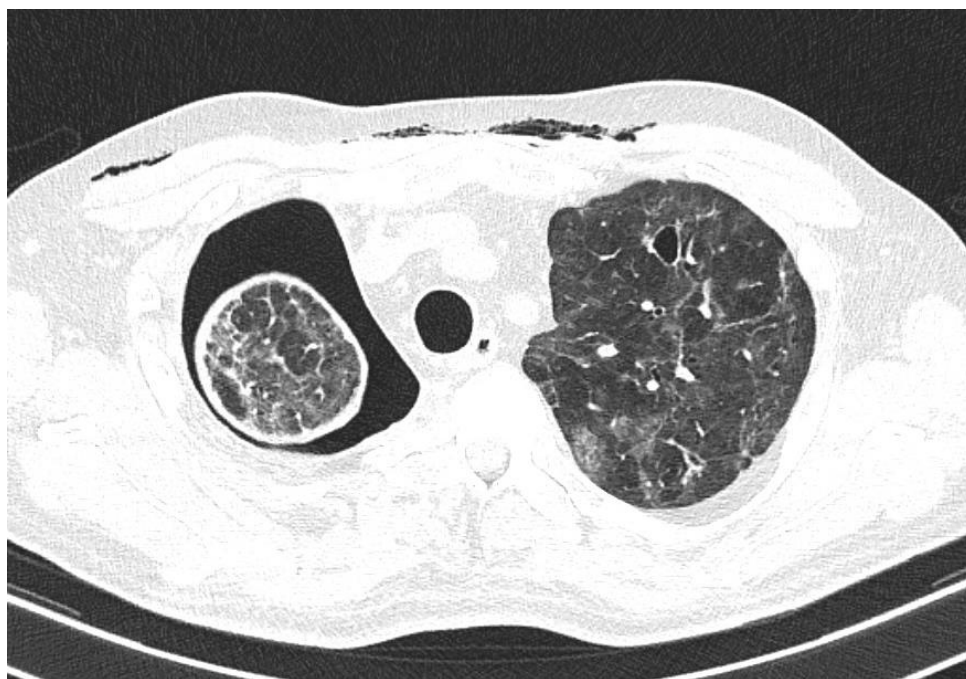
МСКТ больного Р. при поступлении
